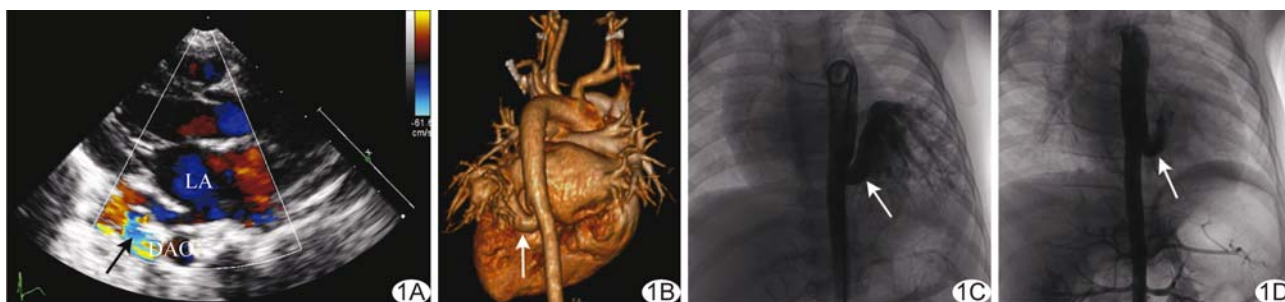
PS 影像学表现 A. CDFI; B. CTA 三维重建图; C. 栓塞前主动脉造影; D. 栓塞后主动脉造影 (箭示降主动脉发出的异常动脉; DAO:降主动脉; LA:左心房)
